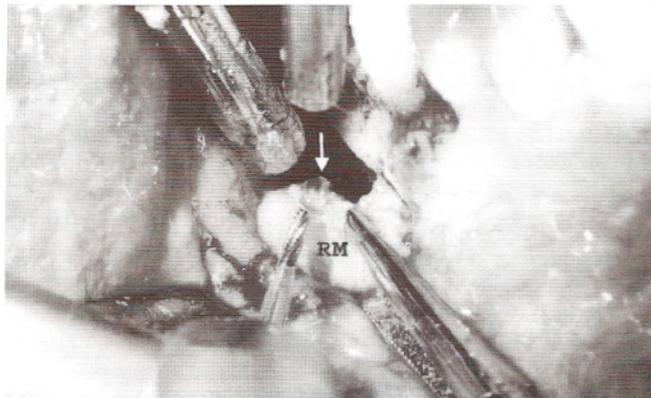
Raiz mesial (RM) deslocada: transfixação pelo nervo alveolar inferior no terço médio (seta).
